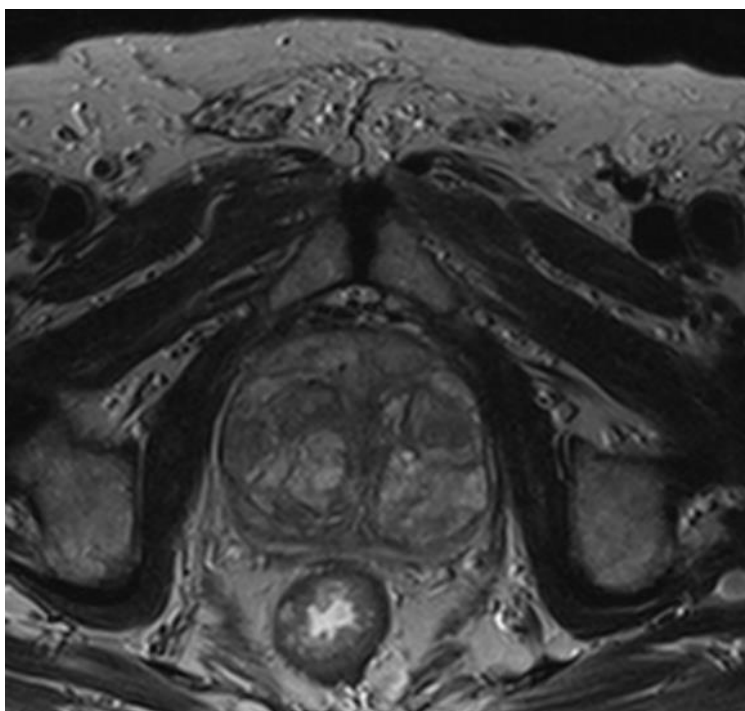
1Б – Снимок МРТ органов малого таза (Пациент Р., 81 год. Объем предстательной железы 119 см³)
